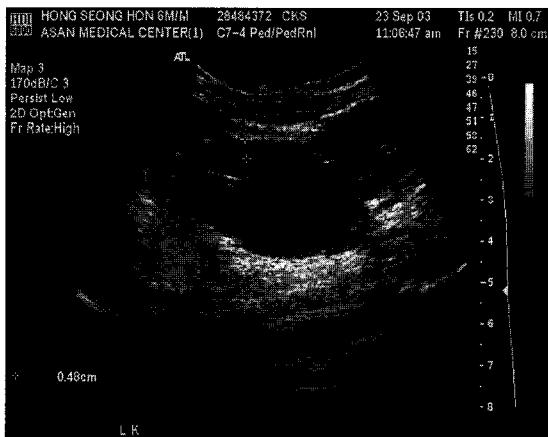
Renal ultrasonography shows improvement of hydronephrosis and cortical thinning of left kidney at 5 months of age.
